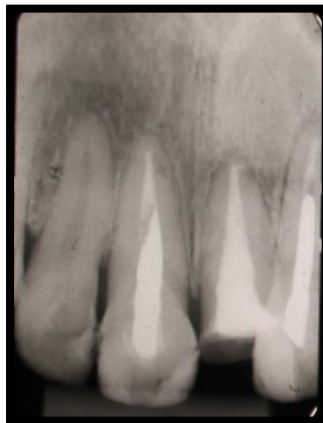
Radiografía periapical superior pzas 1.1, 2.1.
